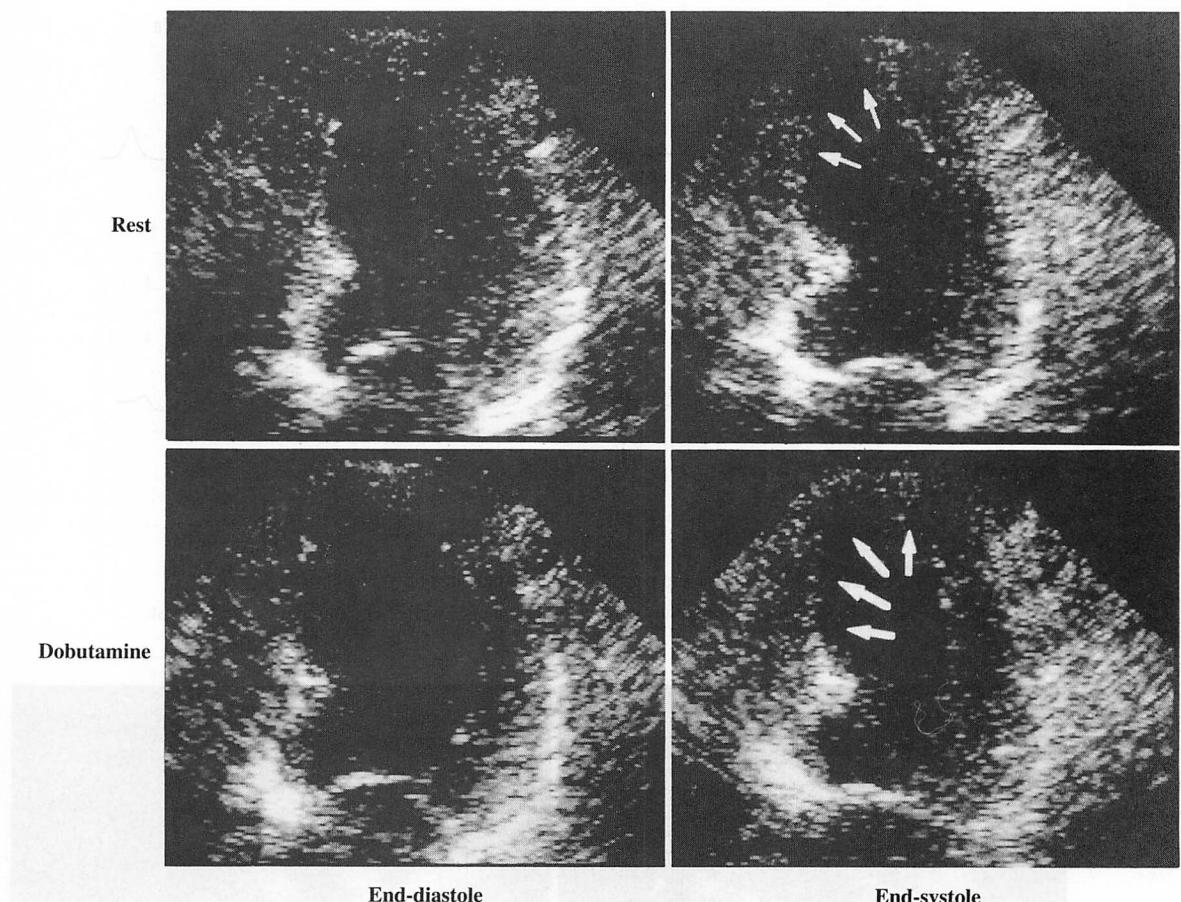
Case 1. Four-chamber echocardiograms at rest and peak dose dobutamine
